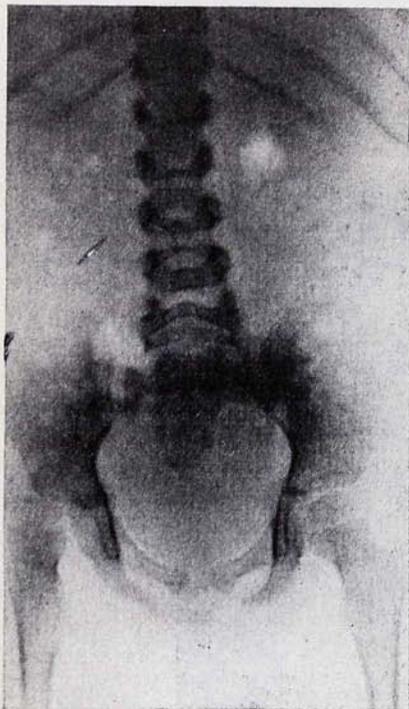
Radiografía de pelvis y columna lumbar. Subluxación de la cadera izquierda.
